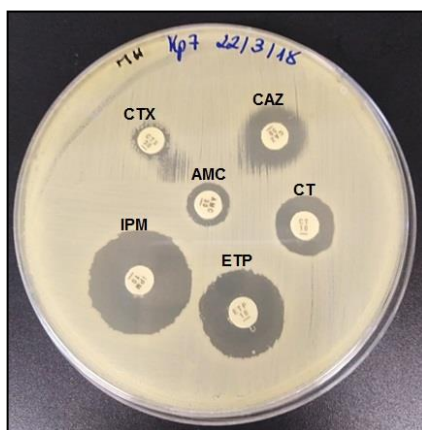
Antibiograma de um isolado *K. pneumoniae* por método de Kirby-Bauer. Amoxicilina-clavulânico (AMC), ceftazidima (CAZ), cefotaxima (CTX), imipenemo (IPM), ertapenemo (ETP) e colistina (CT).
